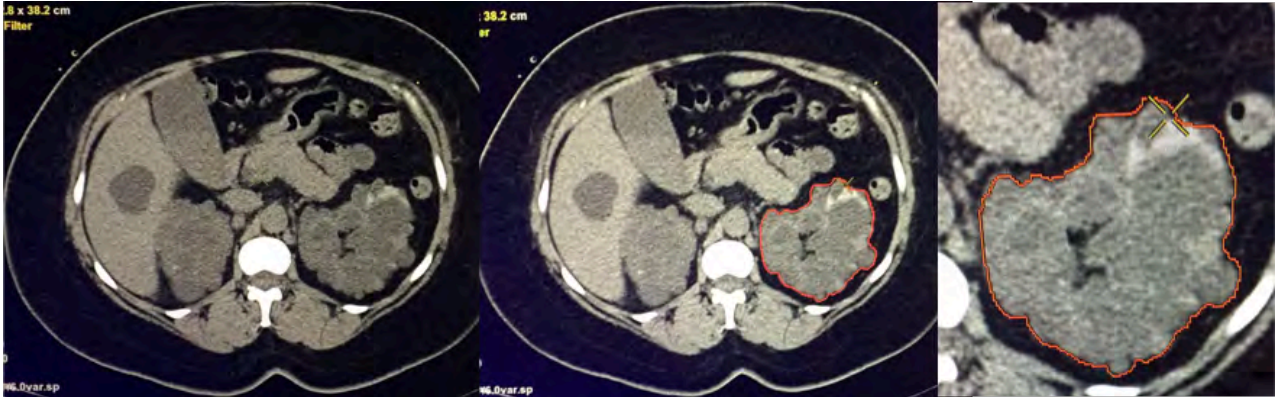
Adquisiciones axiales de tomografía computada en fase venosa del mismo paciente a nivel de los riñones donde se ejemplifica la técnica manual (planimetría) para la adquisición de la volumetría renal.
